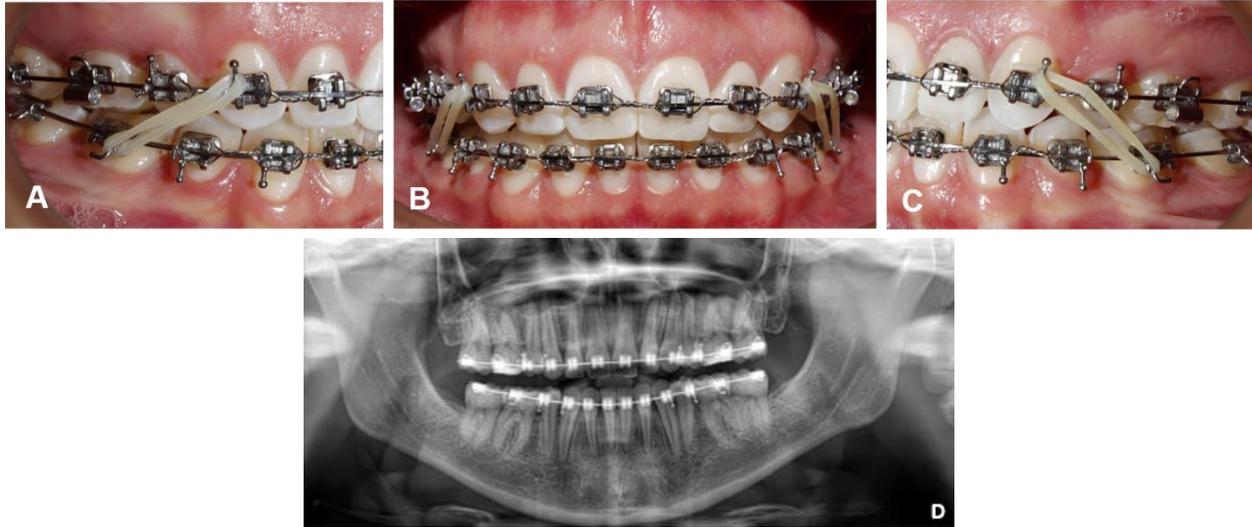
Fase 2 del tratamiento. Uso de elásticos clase II bilaterales. A. Lateral derecha, B. Frente, C. Lateral izquierda D. Radiografía panorámica de seguimiento
